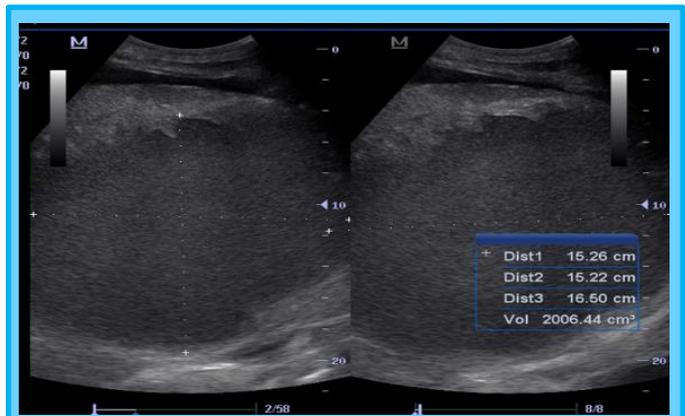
Ultrasonido abdominal.
